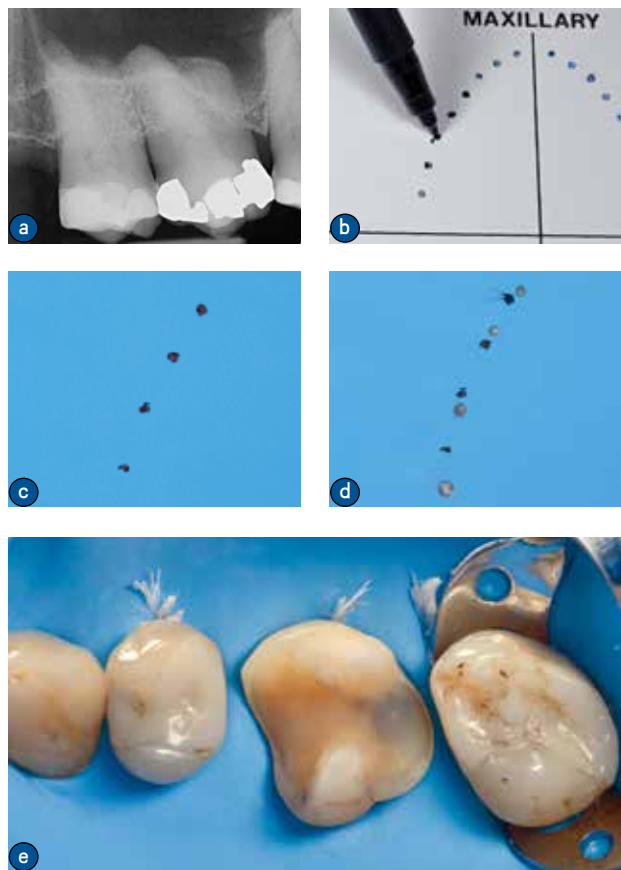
确定合适的孔间距。操作前的X线片示目标牙(16)牙颈部与远中邻牙间距较小，而与近中邻牙间距较大(a)。可以先用标准打孔模板在橡皮布上标记打孔间距(b,c)。打孔在标记点的基础上，参照X线片和患者口内的实际情况进行(d)。图例中，由于16牙扭转和近中面凹度过大使得15牙与16牙之间的距离增大，而16牙与17牙之间的距离则为标准距离(e)
